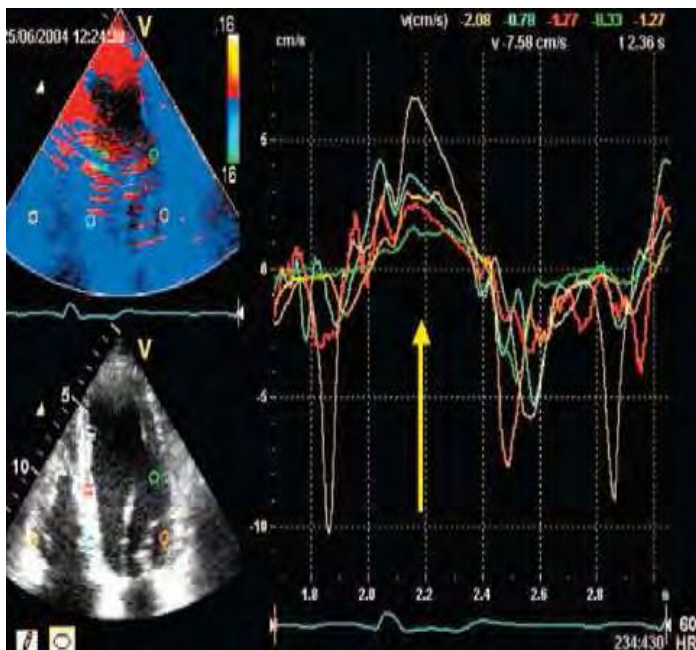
Estudio de asincronía con análisis de velocidades del Doppler tisular (DTI). Doppler tisular en una proyección de 4 cámaras apical de un paciente con disfunción ventricular leve sin datos de asincronía.
